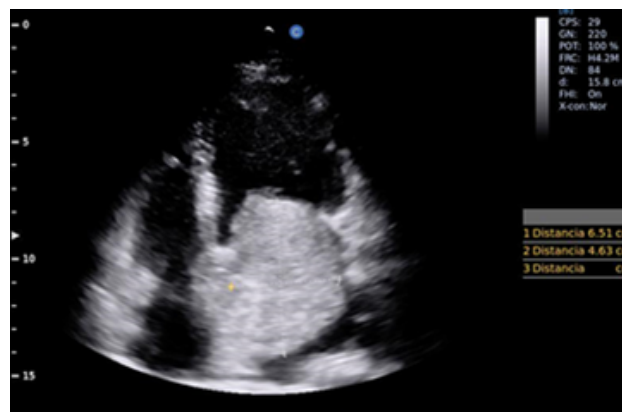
Ecocardiograma: Tumor intraauricular izquierdo.
